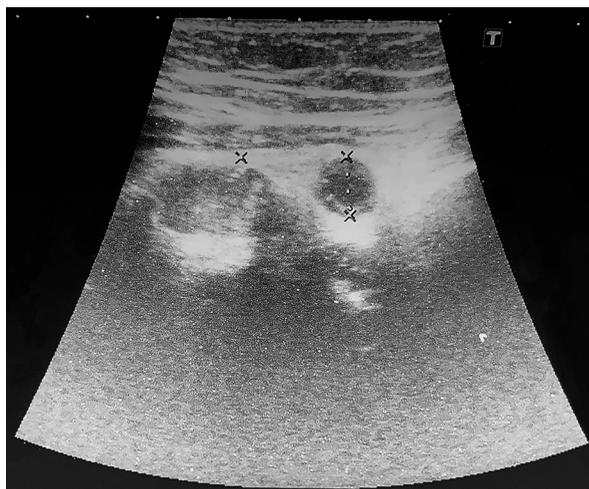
УЗИ воспаленного червеобразного отростка
